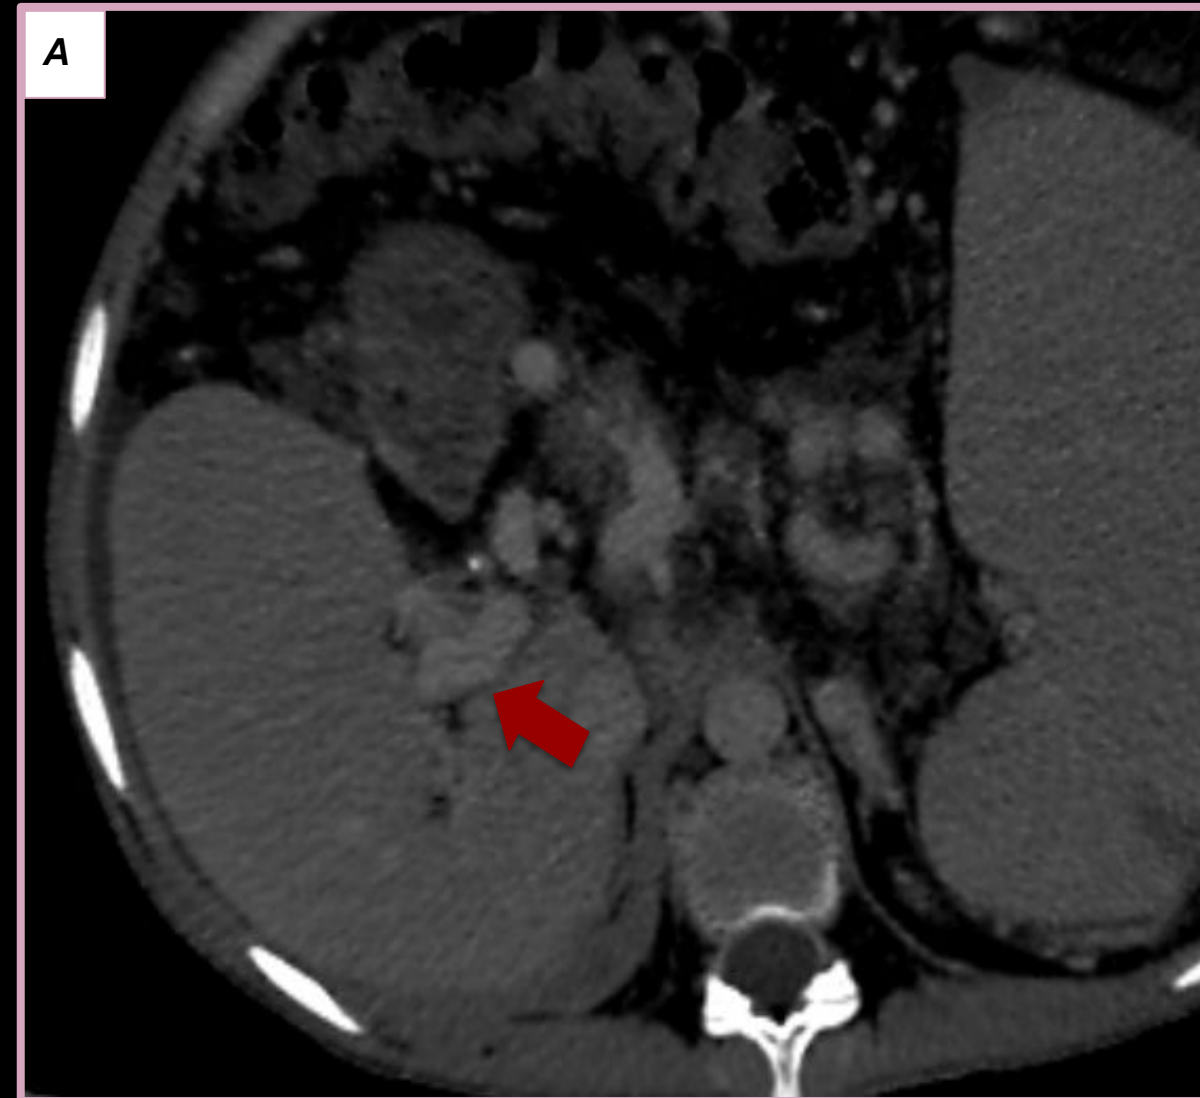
TC con contraste endovenoso fase portal donde se observa dilatación venosa portal en forma de ovillo adyacente al hilio hepático (flecha roja) produciendo dilatación de la vía biliar.
